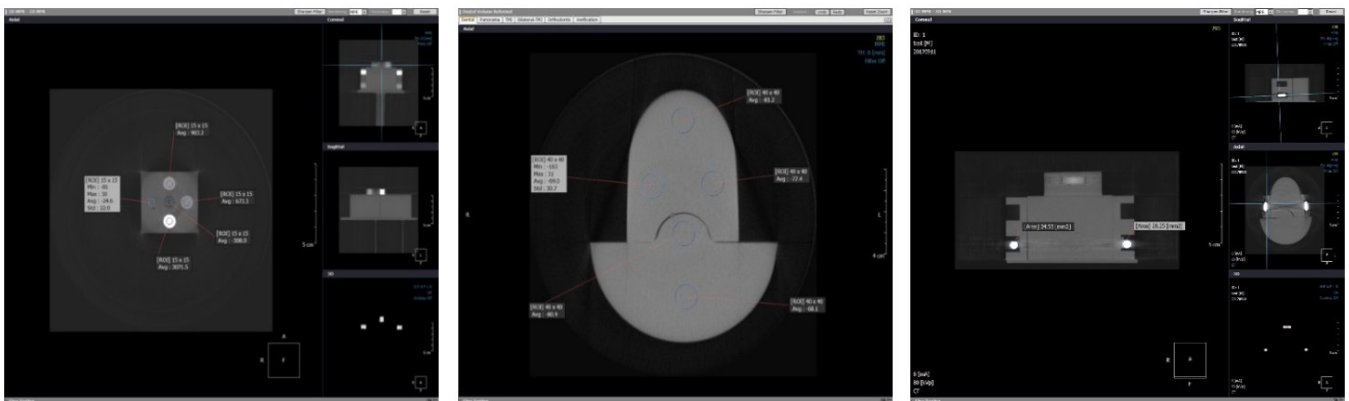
The main body of the phantom that was made up of polymethyl methacrylate (Plexiglas) was composed of the shape of a base that can be placed on the CBCT and was designed to reproduce the shape of the ideal dental arch.
